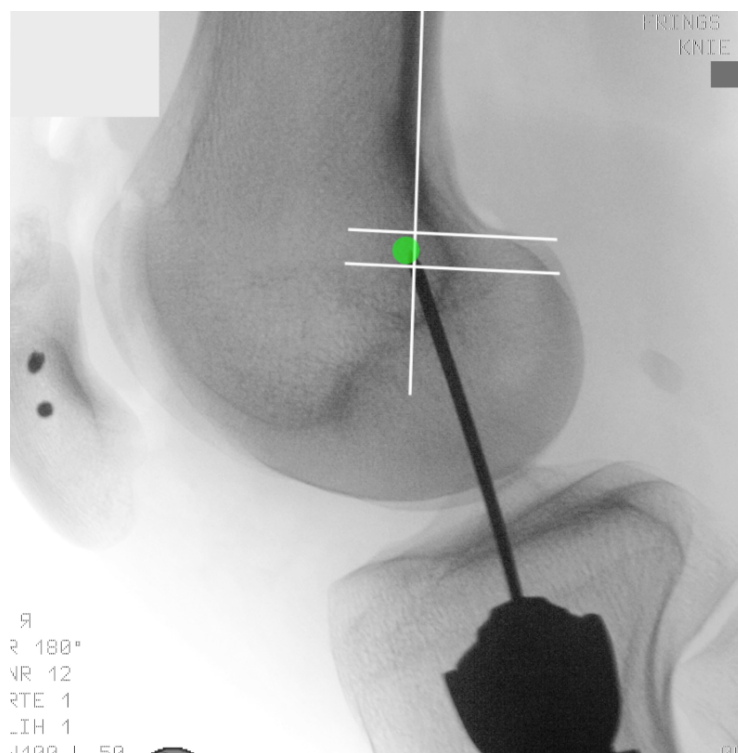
Radiografische Darstellung des Schöttle-Punkts, welcher zwischen einer Linie entlang der hinteren Femurkortikalis, der hinteren Begrenzung der Blumensaat-Linie und dem dia- zu metaphysären Übergang liegt
